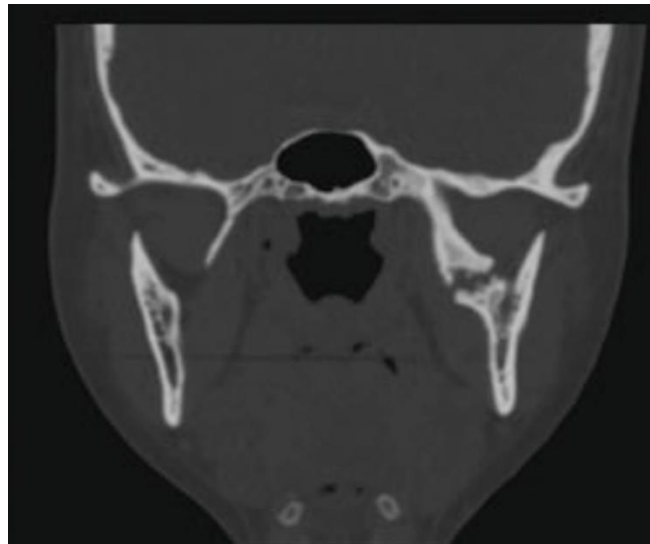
CBCT de face confirmant la présence de tissu calcifié(12)
